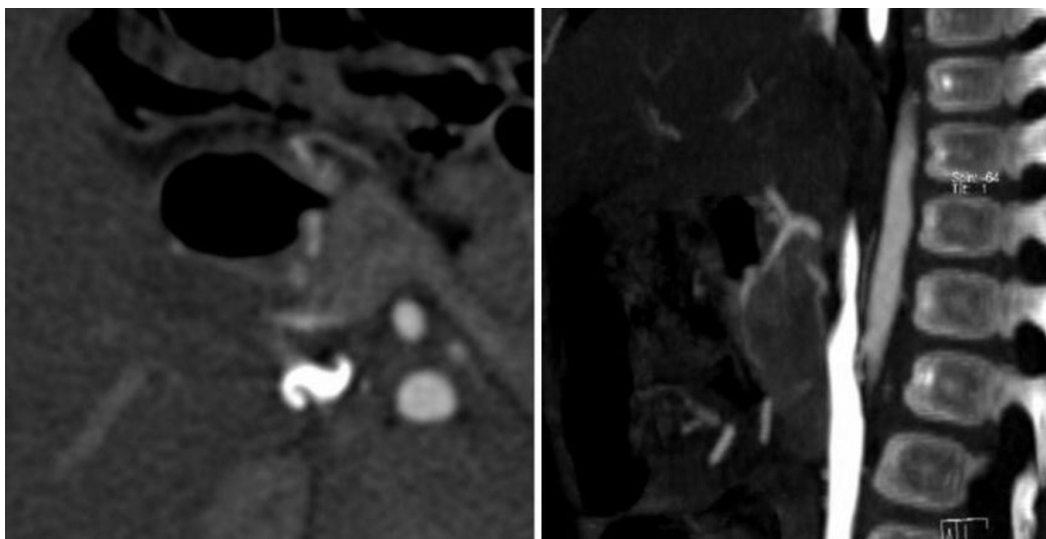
Contrast-enhanced abdominal CT of a 38-year-old male suffering from abdominal pain and melena because of the peptic ulcer. In duodenum segment 2 peptic ulcers that cause gastroduodenal artery pseudoaneurysm are seen.
